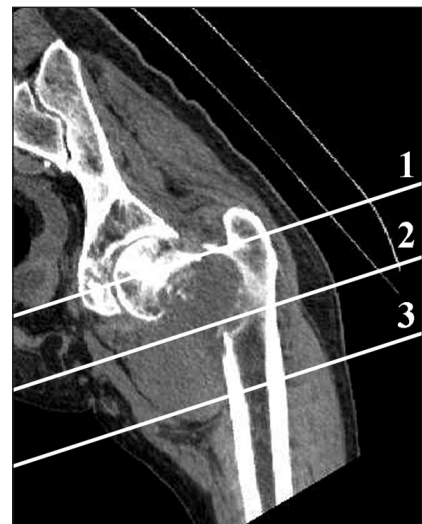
СКТ-скан проксимального відділу стегна у фронтальній площині з використанням мультипланарної реконструкції. Тризональне (тотальне) пухлинне ураження із залученням ділянок великого, малого вертлюгів та підвертлюгової ділянки стегнової кістки (зони 1, 2, 3) з патологічним переломом
